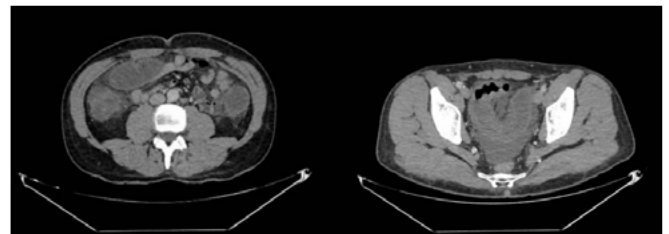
TC abdominal con contraste: engrosamiento difuso e hipocaptante de la pared del colon, edema submucoso parietal y aumento de la reticulación de la grasa del meso adyacente. Líquido libre intraabdominal (perihepático, periesplénico, subhepático, entre asas intestinales y en pelvis).
